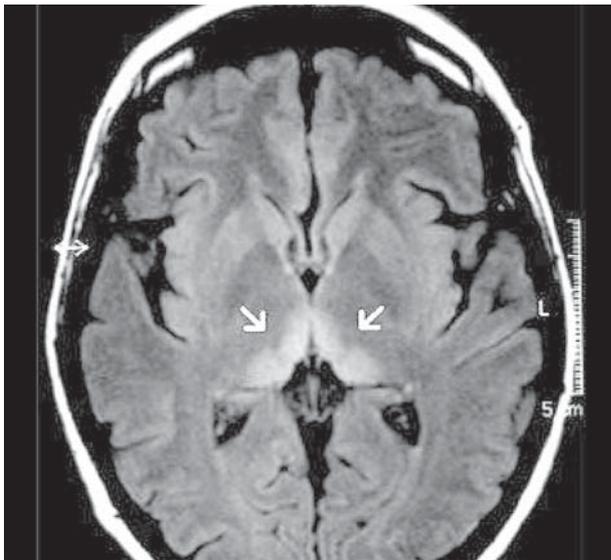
МРТ. Острый период ЭВ. Двустороннее симметричное изменение сигнала в области таламуса (С. Schmidt, S. Plickert, 2009 г.)
